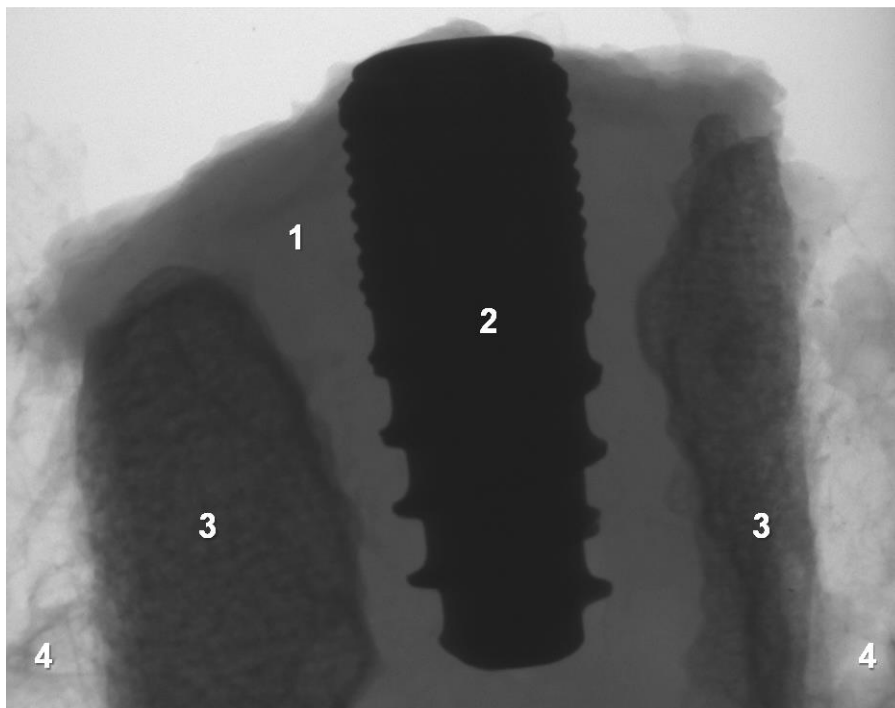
Repräsentative Aufnahme mit dem μ CT-Scanner. Der Röntgenkontrast des Knorpels (1) ist geringer als der des Knochens (3). Das Implantat (2) erscheint inmitten des Knorpels (1) mit dem größten Kontrast. In der Peripherie des Scans sind die Styroporkugeln (4) sichtbar, in welche die Probe eingebettet wurde.
